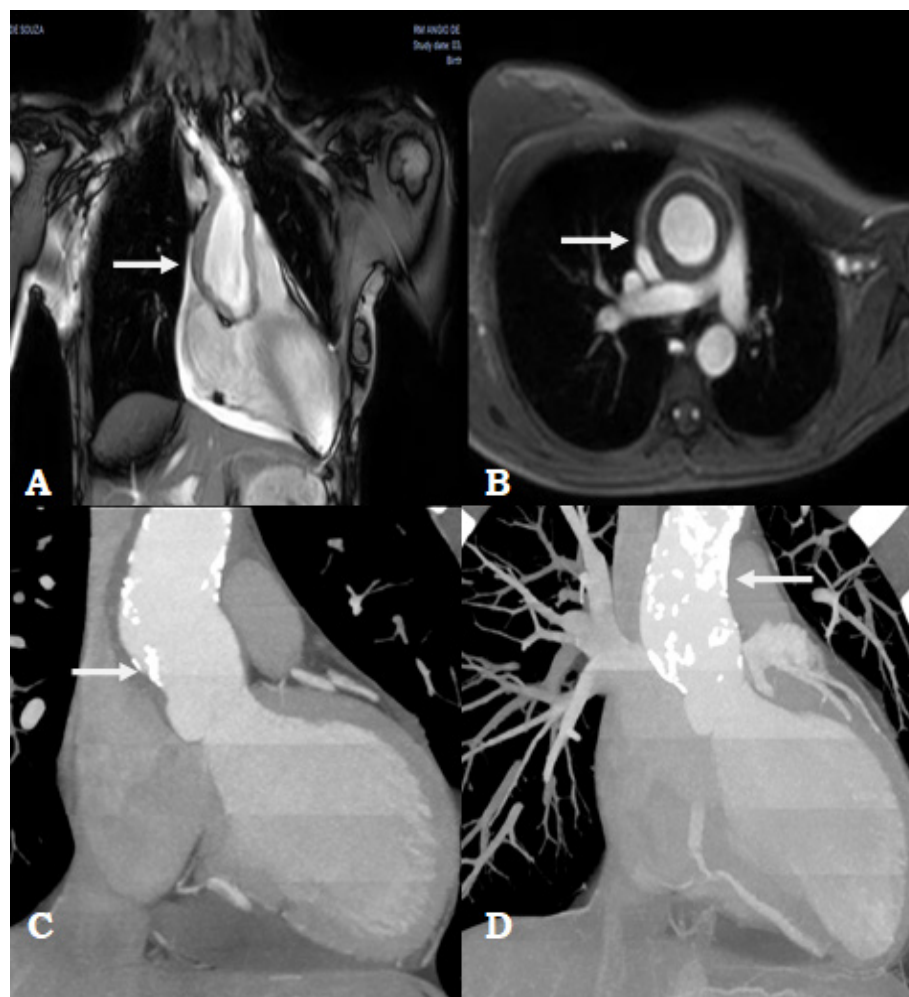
A e B) Ressonância magnética cardíaca demonstrando espessamento parietal circunferencial com dilatação da aorta ascendente 37 x 35mm; C e D) Aneurisma da aorta ascendente por TC medindo 46 x 44mm, com sinais de espessamento e calcificação parietal em toda sua extensão.
